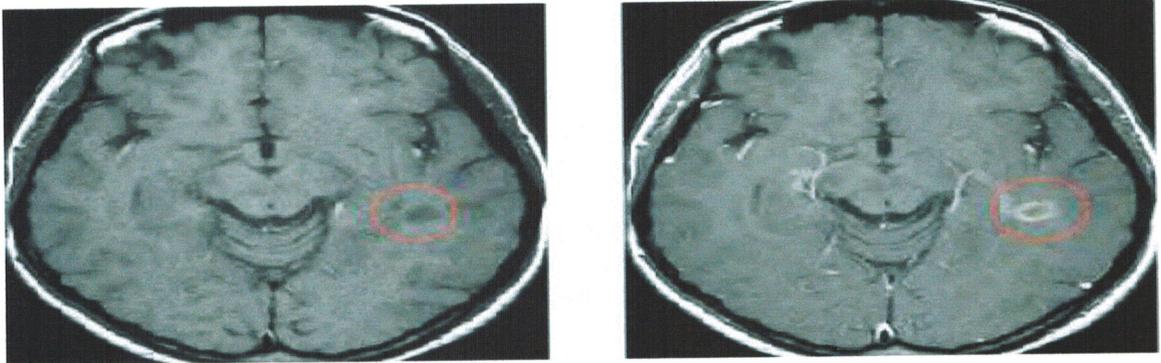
Lésion de sclérose en plaques : IRM cérébrale en séquence T1 avant (à gauche) et après injection de gadolinium (à droite), coupe axiale
